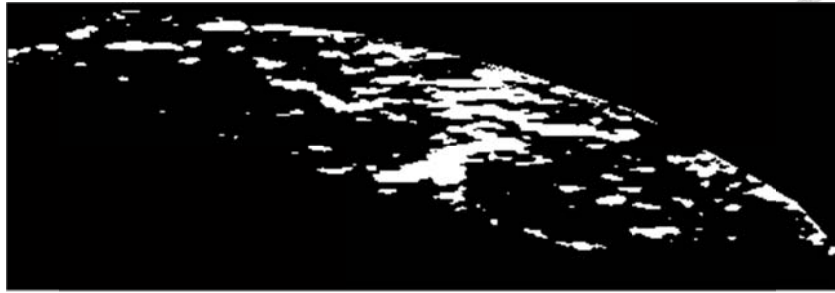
Fuzzy c-means clustering 影像處理結果。肌肉超音波影像經本分析系統處理後結果，肌肉纖維的部分大多數以白色表示出來，但可以明顯的看出靠近上方有許多白色的大區塊並非為纖維的部分，而是部分的肌肉細胞由於背景較亮的原故被標示出來。
